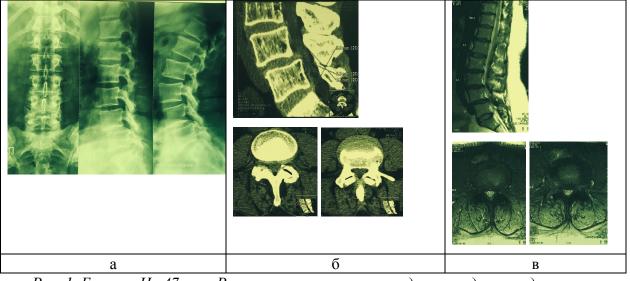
Больная Ч., 47 лет. Результаты лучевых методов исследования до лечения: а - спондилограммы в прямой и боковых проекциях (функциональные рентгенологические
